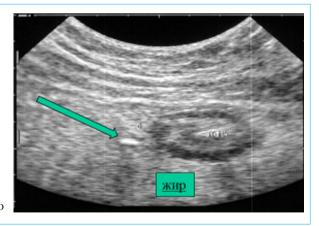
а, b. Обзорное УЗИ сигмовидной ободочной кишки через переднюю брюшную стенку. Конвексный датчик 3,5 МГц. Развитие небольшого параколического абсцесса, успешно закрытого брыжейкой и сальником с последующей эвакуацией в кишку
